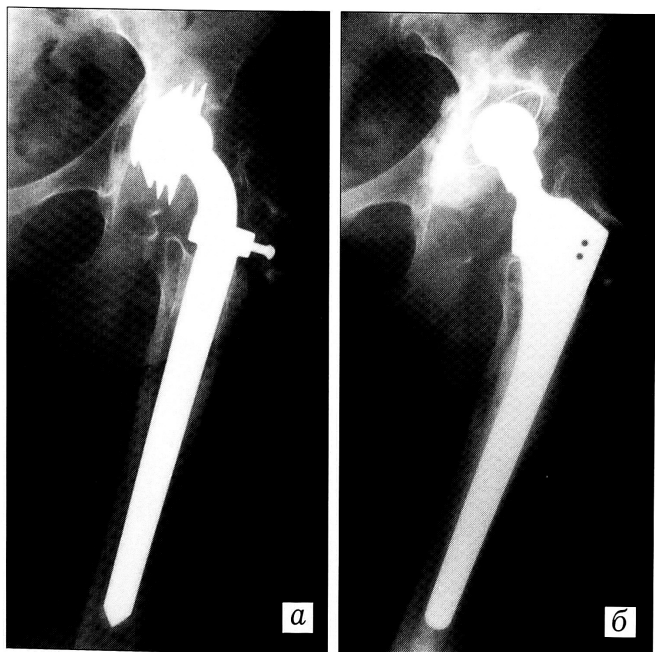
Рентгенограммы больной 62 лет.
